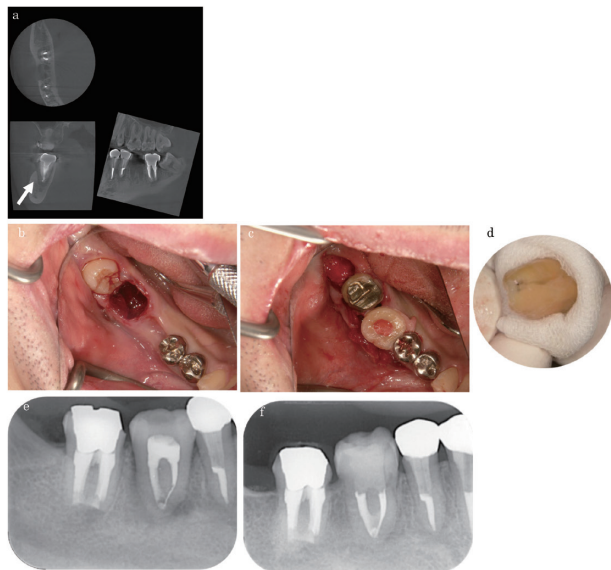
再植と移植を同時に行った症例。下顎第二大臼歯の再植と同時に下顎智歯を第一大臼歯欠損部に移植。(a) 下顎第二大臼歯の術前CBCT画像。骨欠損が認められた(矢印)。(b, c) 下顎第二大臼歯を再植し、同時に下顎智歯を第一大臼歯欠損部に移植した。(d) 再植のため拔牙した下顎第二大臼歯の根尖部。(e) 術直後。(f) 術後5年。
